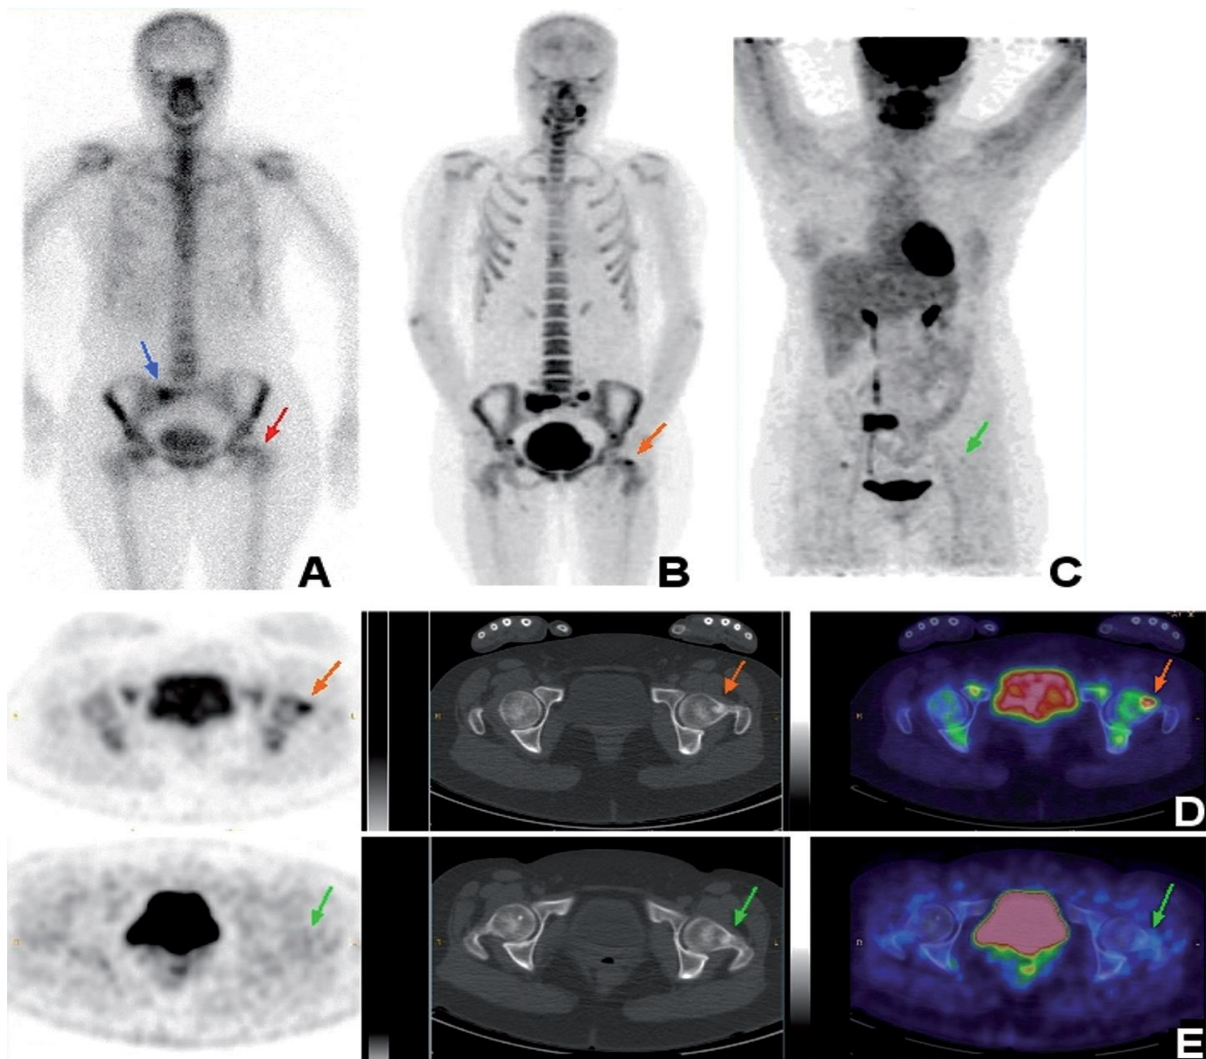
Images en scintigraphie planaire
